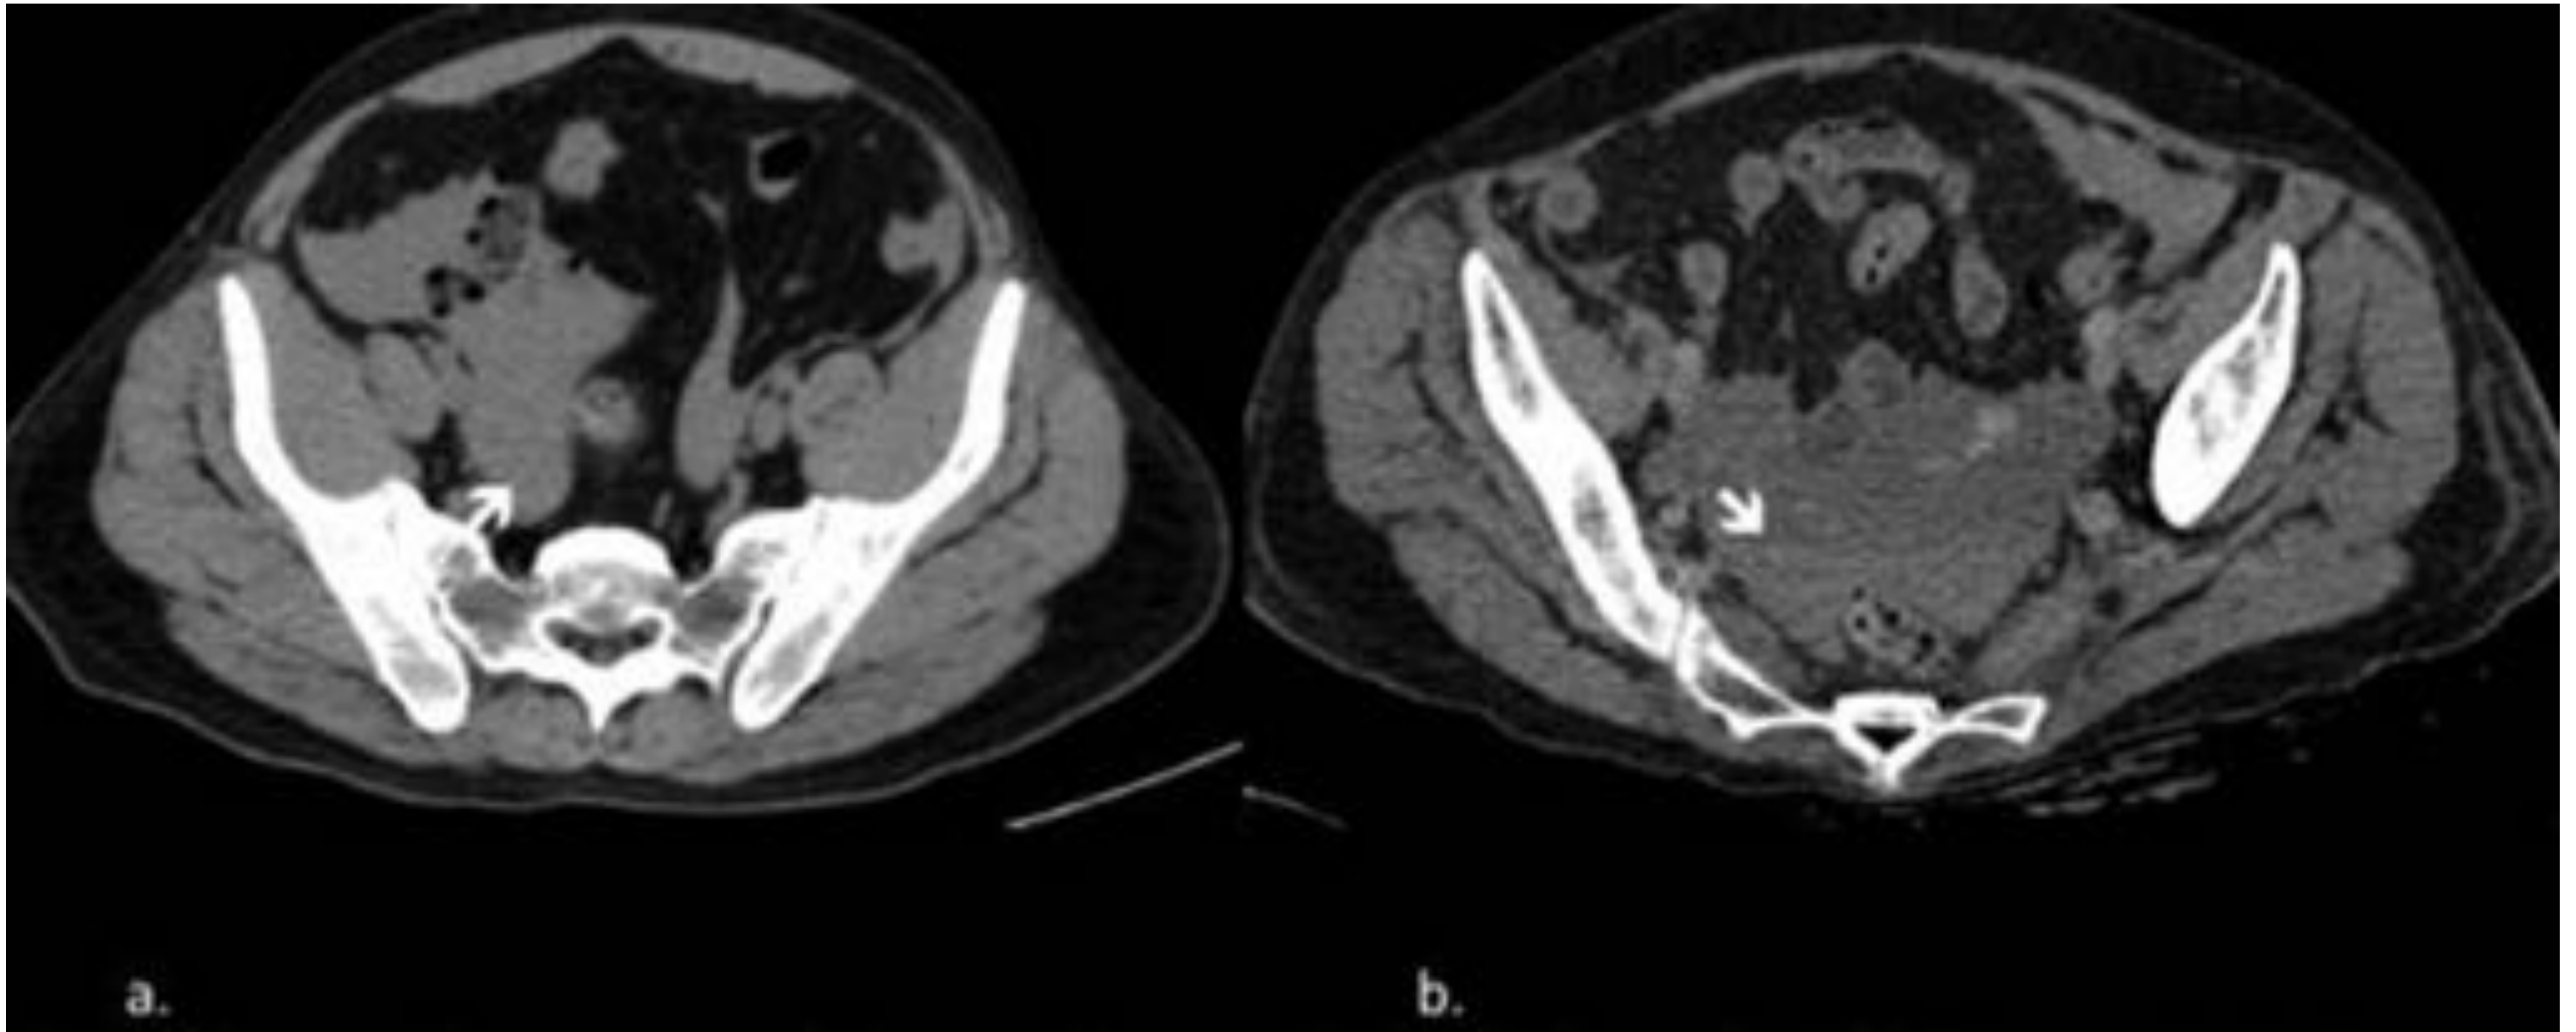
Hemoperitoneo. (a) TC sin CIV muestra líquido peritoneal de alta densidad en pelvis. (b) TC sin CIV de otro paciente con trauma abdominal días previos que evidencia efecto hematocrito: sangre coagulada visible en porciones dependientes del líquido peritoneal (flecha).
